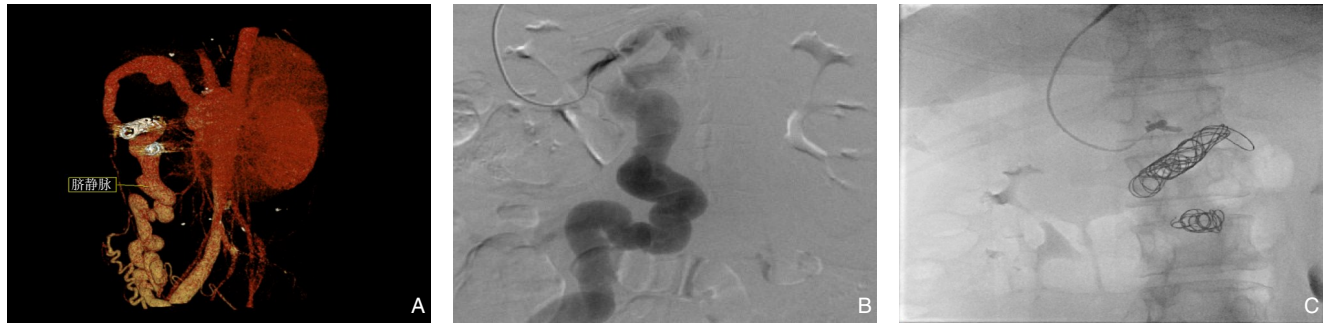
初次入院影像资料 A: 上腹部CT平扫门静脉成像示门静脉主干及其主要分支增粗; B: 门静脉DSA示脐静脉开放; C: 脐静脉栓塞+胃冠状静脉栓塞DSA图像
